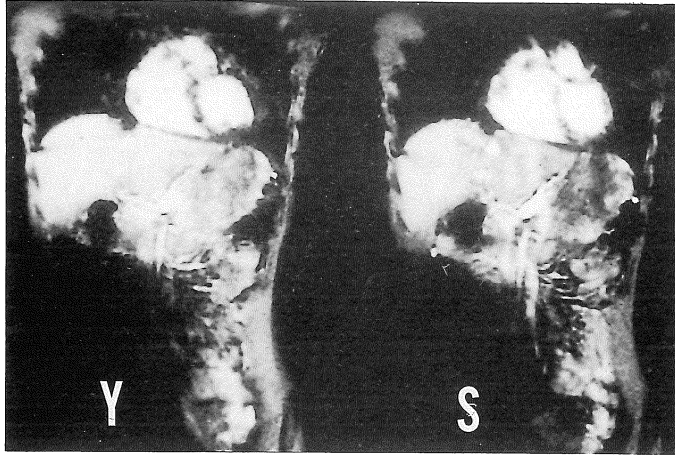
MR imaging artifacts due to two different kinds of sandbags.
